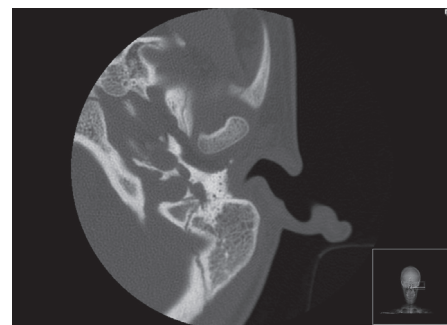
TC de alta resolução da orelha esquerda (caso 3) revelando persistência da artéria estapédica.
